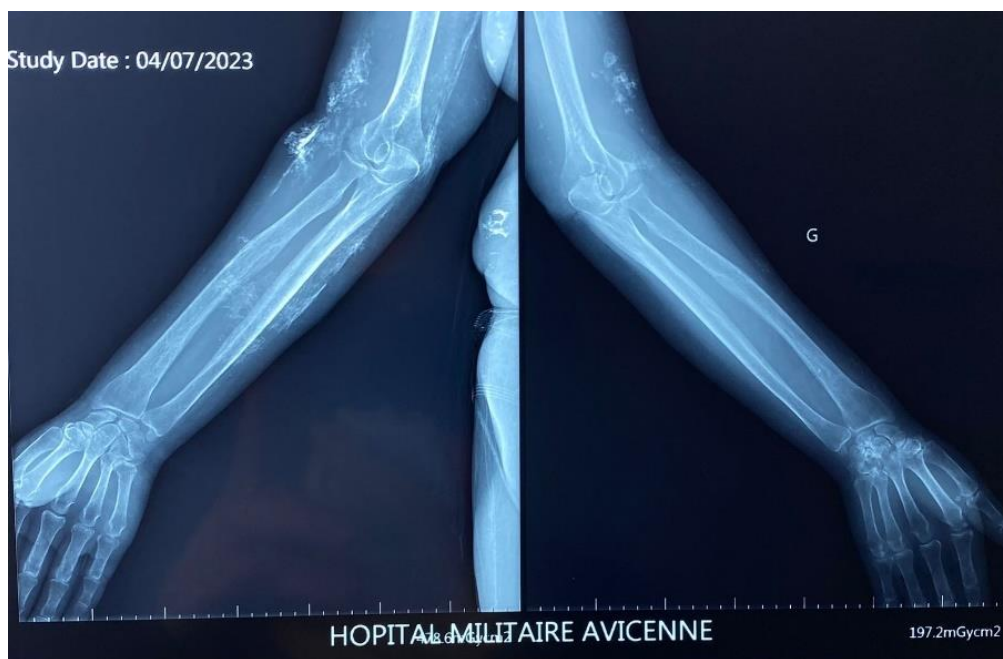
Radiographie des mains et des avant-bras montrant une calcinose cutanée diffuse et extensive chez une patiente atteinte de ScS.
